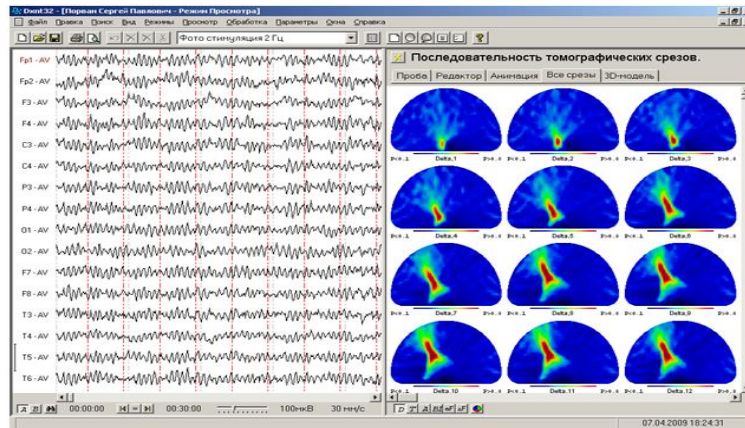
Вікно програми «Послідовність томографічних зрізів»
